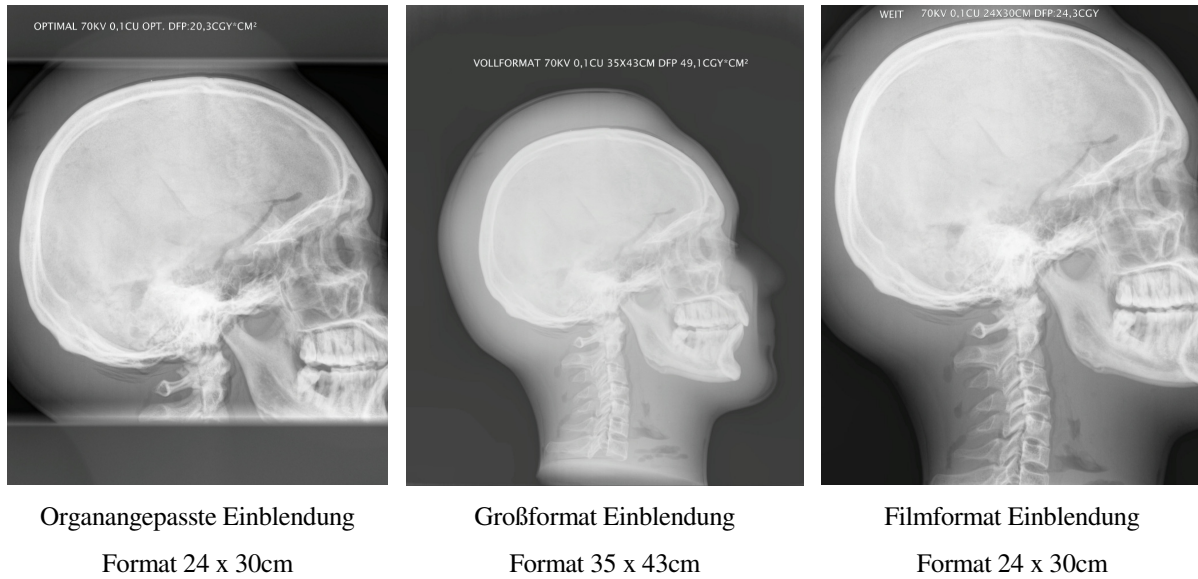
Röntgenaufnahmen des Schädelphantoms bei 0,1mm Filterung mit unterschiedlichen Feldgrößen.
